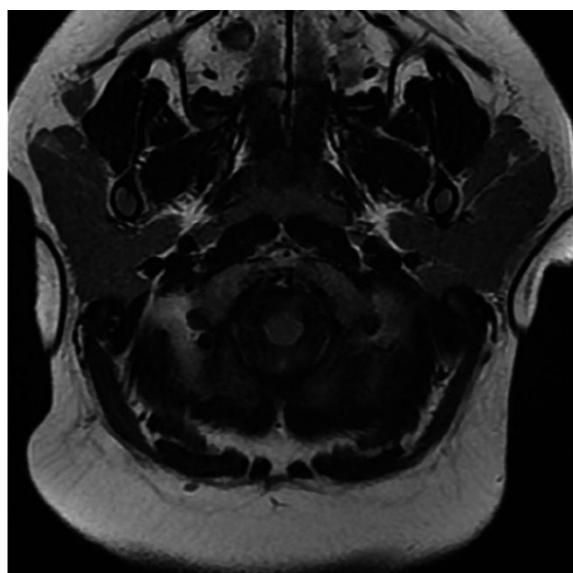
Coupe d'IRM illustrant une hypertrophie diffuse des deux glandes parotide chez un adolescent obèse souffrant de TCA (64)
